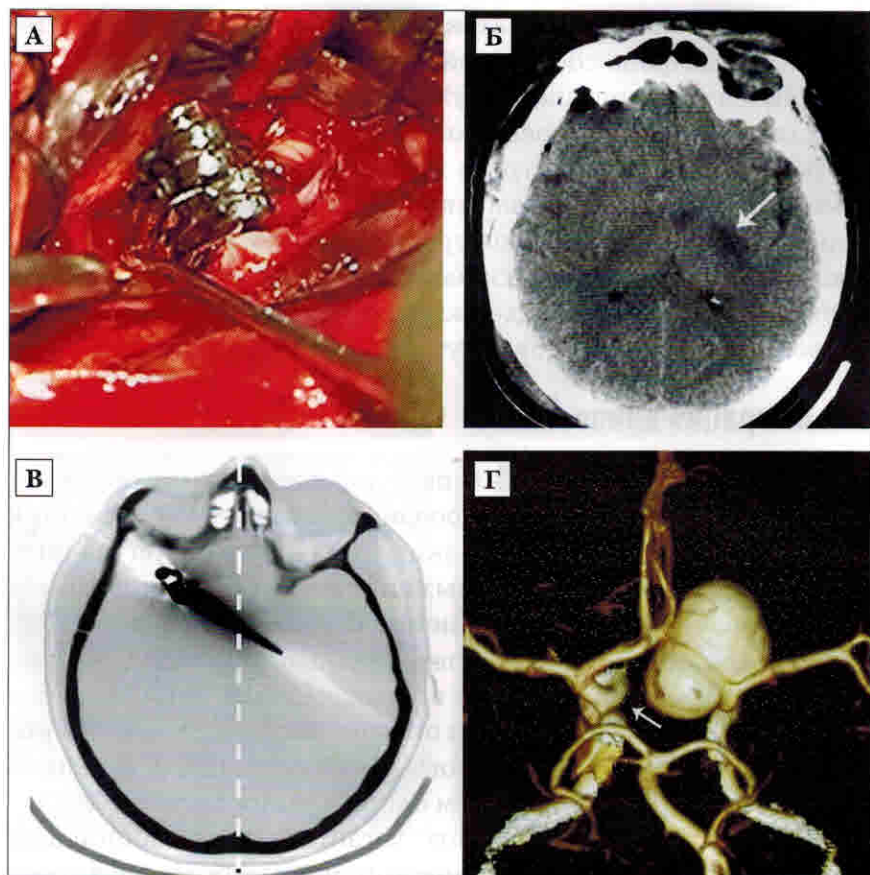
А — интраоперационная фотография: гигантская аневризма ВСА справа верхнего типа клипирована серией прямых клипс. Б — КТ головного мозга на 4 сутки после операции. В заднем бедре внутренней капсулы определяется маленький ишемический очаг, соответствующий бассейну лентикуло-стриарных артерий. В — костный режим КТ головного мозга, концы клипс распространяются контрлатерально. Г — СКТ-ангиография: медиальная часть аневризмы распространяется за среднюю линию, стрелкой указана проекция перфорантов правой ВСА, которые пострадали при наложении гигантских клипс.
